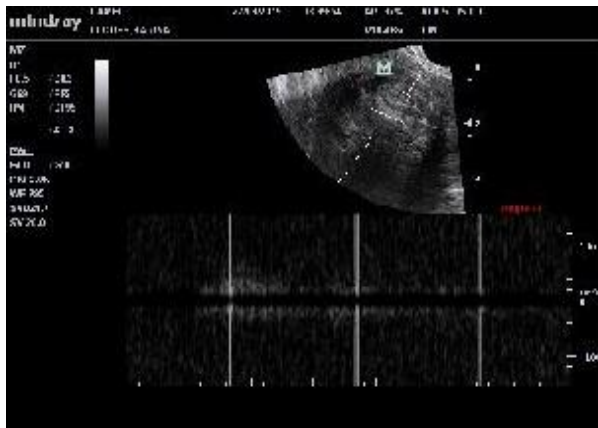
Ondas de choque (doppler modo triplex)
